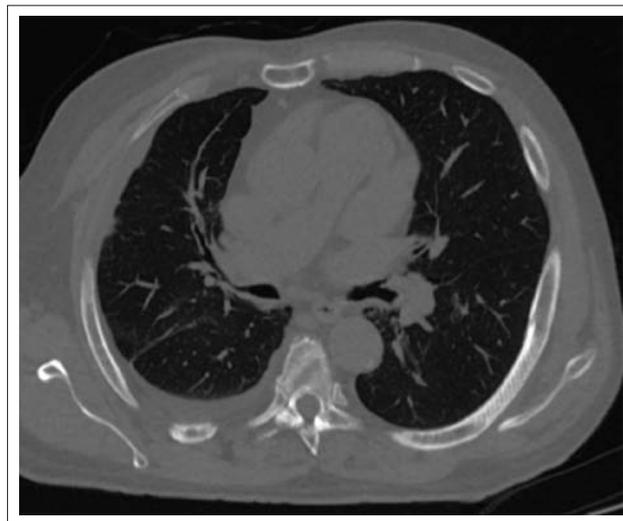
Компьютерная томограмма пациента Ф., 70 лет. Аксиальный срез. Признаки хронического бронхита, правосторонний гидроторакс. Определяется уплотнение и незначительная деформация стенок бронхов правого легкого. В правой плевральной полости — незначительное количество жидкости
